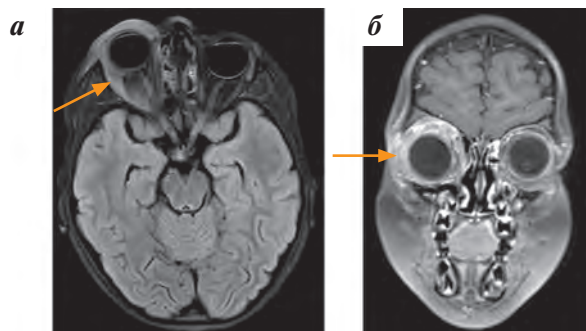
Пациент № 7, В-лимфобластная лимфома. МРТ: а – аксиальная плоскость, мягкие ткани правой орбиты диффузно утолщены, глаз смещен кпереди; б – корональная плоскость, T1-взвешенное изображение (ВИ) после введения контрастного препарата. Перiorбитальные мягкие ткани правой орбиты диффузно утолщены
